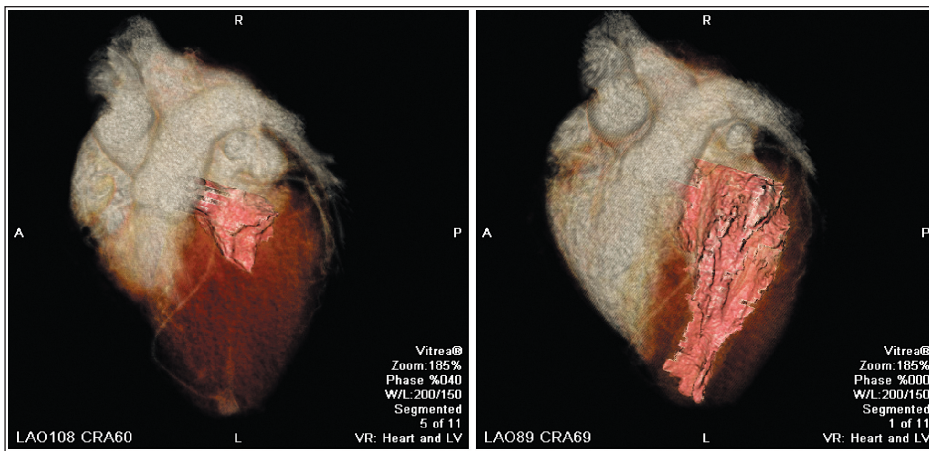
Мультипланарна КТ-реконструкція (передопераційне планування)
